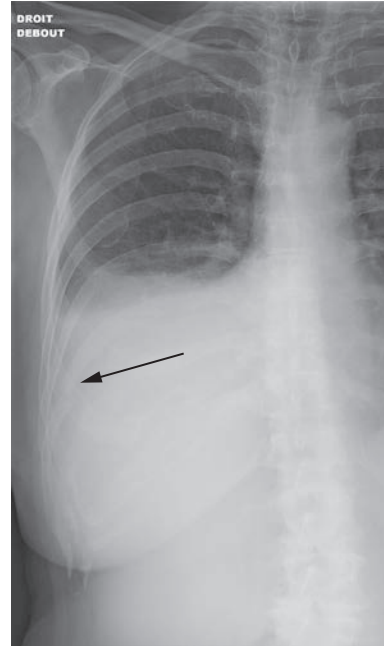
Radiographie du gril costal présentant une fracture (flèche) de la 9^e côte droite.
